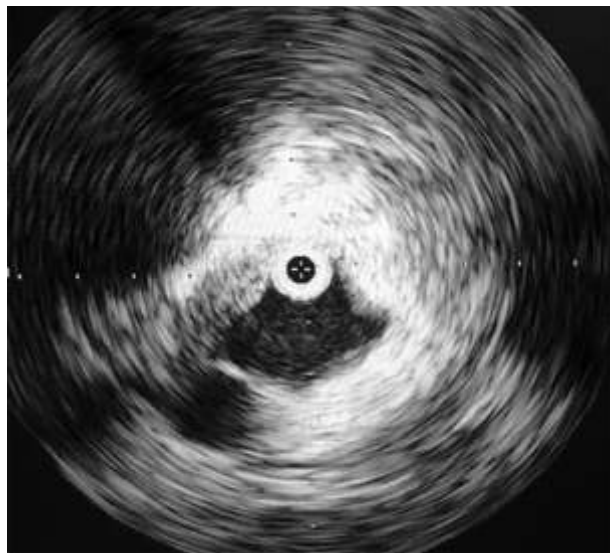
ВСУЗИ в области конfluence правой и левой ОПВ: отсутствие значимых сужений или диссекций
